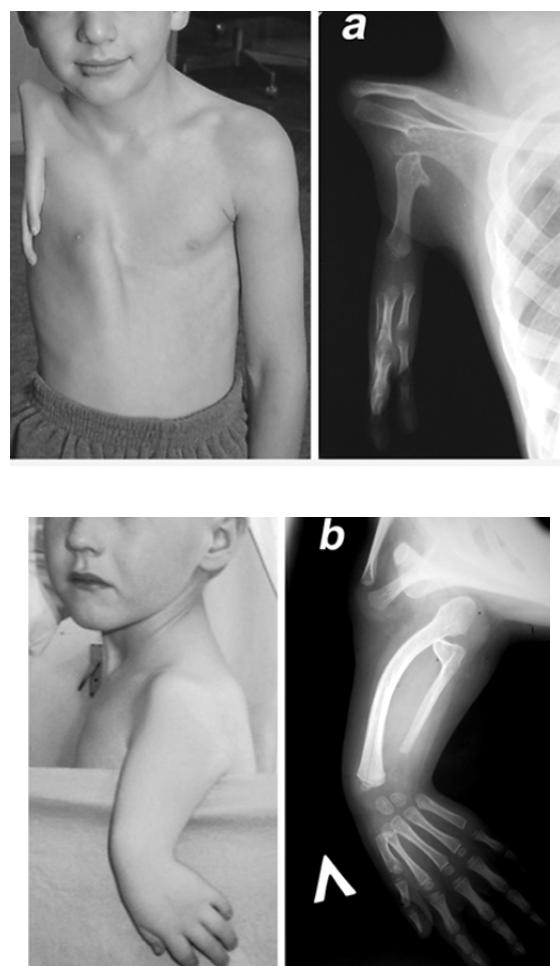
Внешний вид и рентгенограммы пациентов второй группы: а – подгруппа Б: определяются гипопластичные отдельные лучевая и локтевая кости; б – подгруппа А: имеет место конгломерат костей предплечья.
